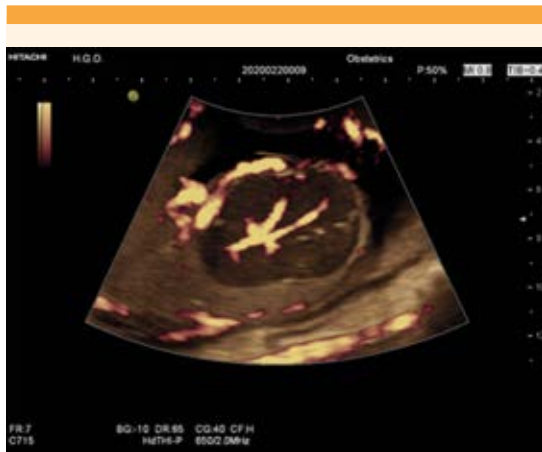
Masa intraparenquimatosa placentaria hipoeocogénica, con refuerzo central y periférico a la aplicación de Doppler color.
